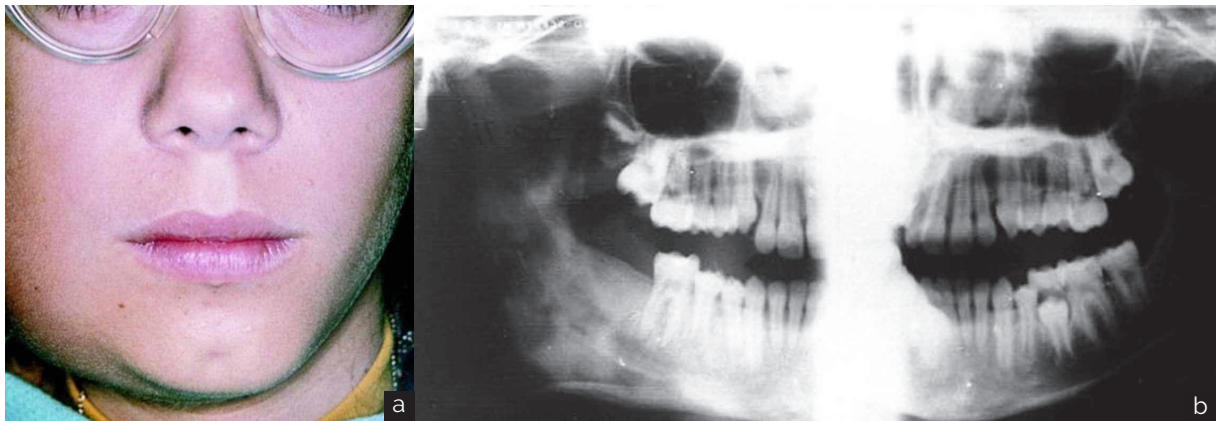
(a) osteomielitis crónica con periostitis proliferativa (osteomielitis de Garré) de la mandíbula derecha. (b) radiografía panorámica en la que se observa la expansión perióstica. (Regezi: Oral Pathology: Clinical Pathologic Correlations, 5th ed.)
